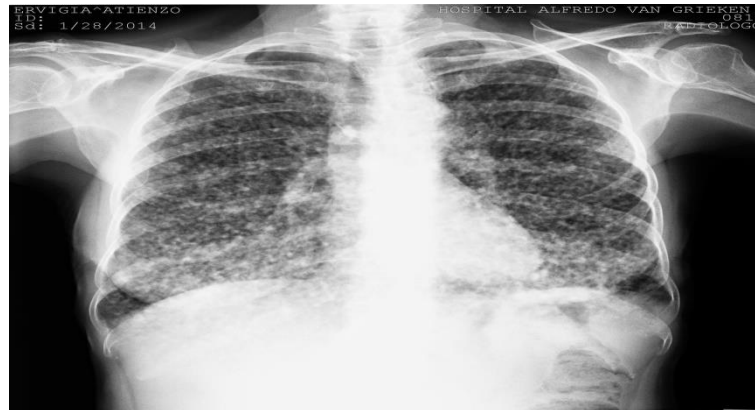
Radiografía (Rx) postero anterior de tórax
